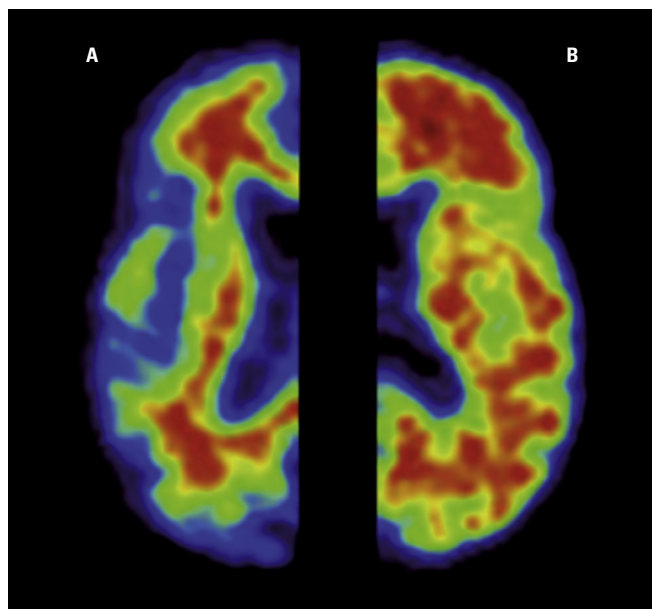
Tomografía por emisión de positrones (PET) amiloide. A: Patrón de retención normal del radiotrazador en la sustancia blanca de un paciente sano. B: Patrón de retención cortical del radiotrazador que indica la presencia de amiloide cortical en paciente con enfermedad de Alzheimer.
